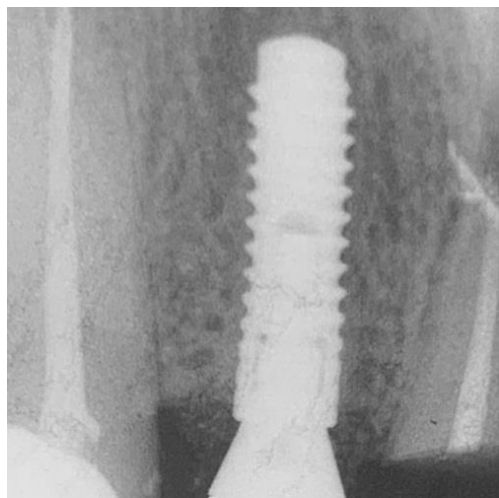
Radiografia de Implante saudável
